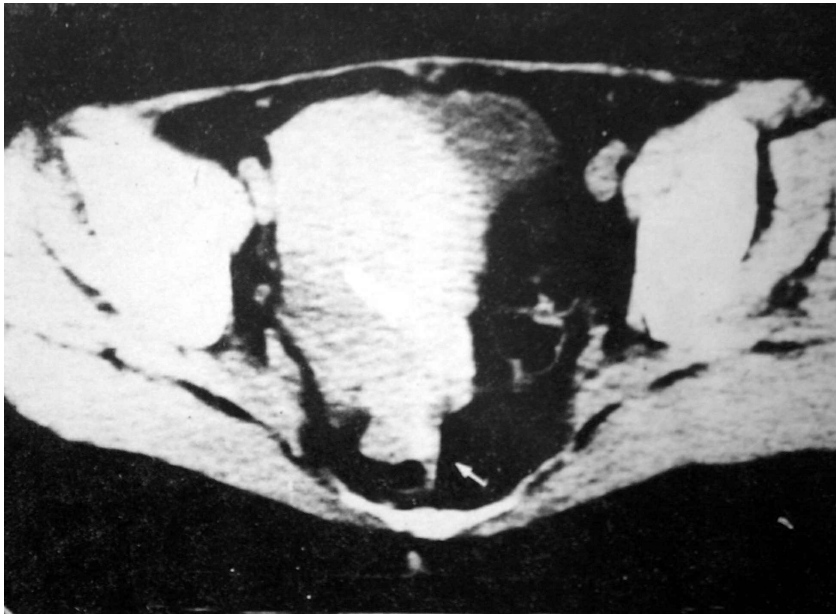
Tomografia computadorizada de pelve revela imagem sólida projetando-se na luz do reto (seta).
